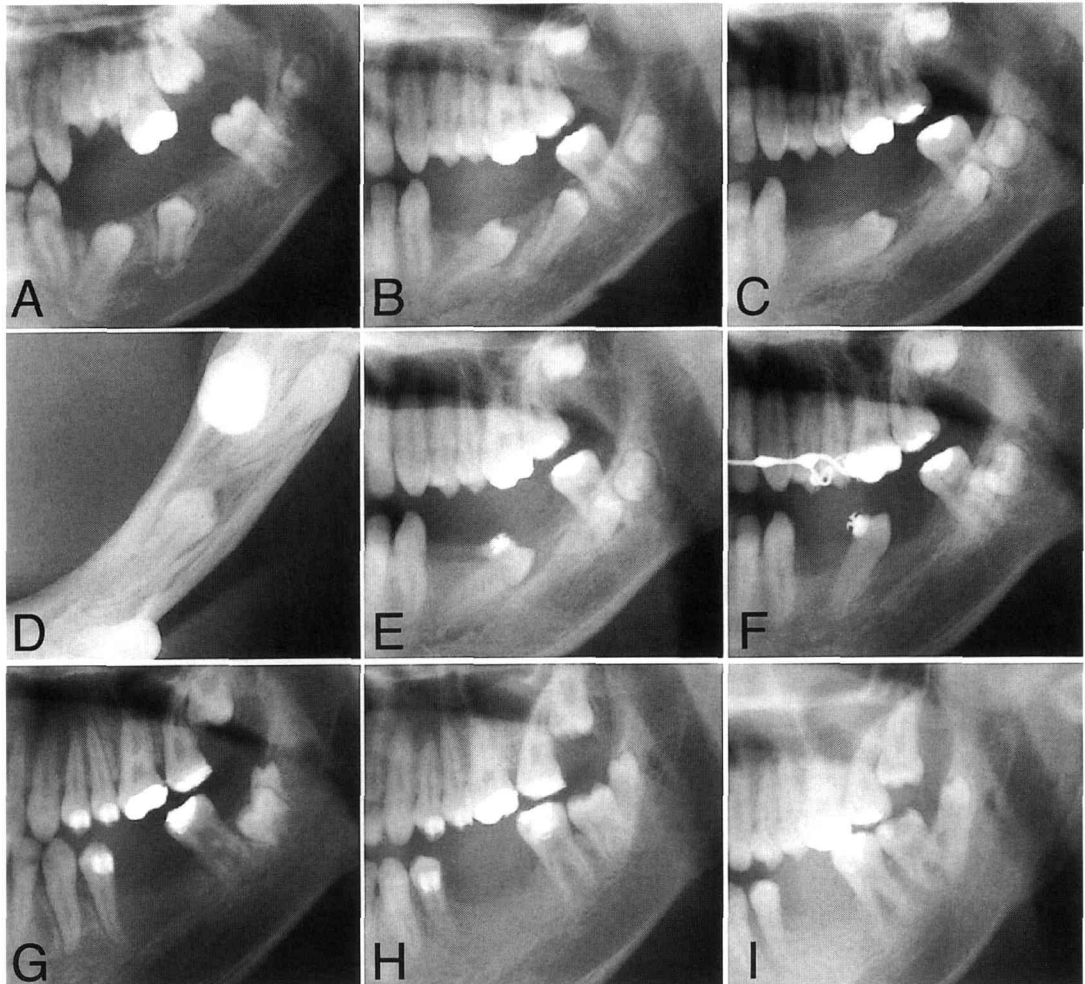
Panoramic radiographs at the age of A : 12y10m B : 14y 5 m C and D : 15y 6 m E : 15y 7 m F : 16y 4 m G : 17y 5 m H : 19y 9 m I : 22y 0 m
